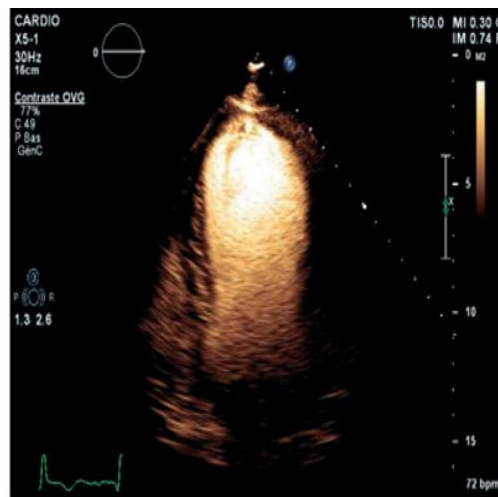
Échographie transthoracique, épreuve de contraste avec Sonovue[®] en incidence 4 cavités : visualisation précise de l'endocarde permettant une analyse fine de la cinétique segmentaire.
